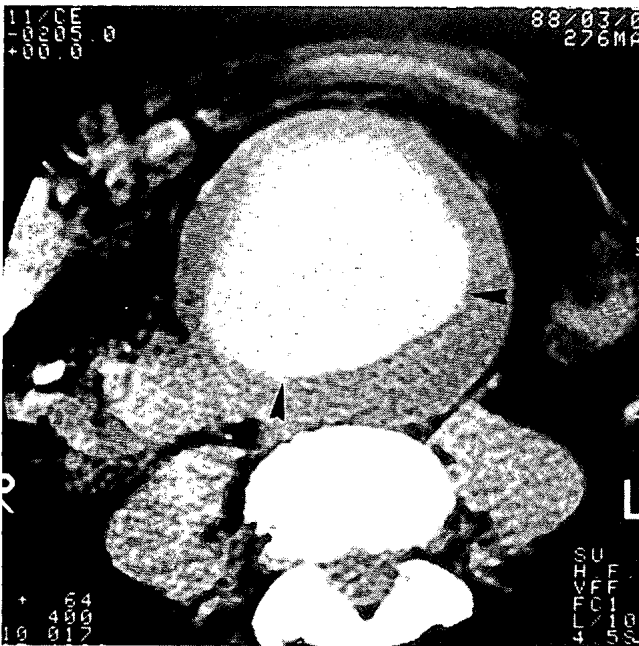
TAC abdominal preoperatorio del enfermo correspondiente al caso número 4. Obsérvese el aneurisma abdominal de grandes dimensiones con trombosis mural parcial. Las flechas señalan la luz verdadera aórtica.
